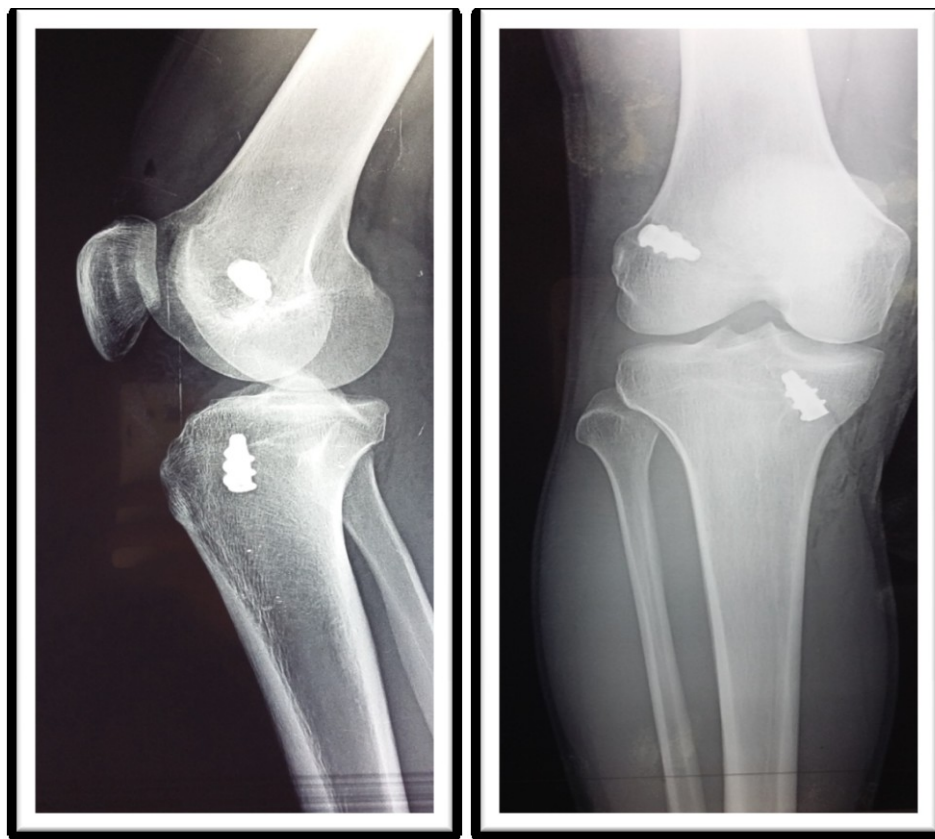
radiographie standard du genou droit face/profil après ligamentoplastie du LCA par technique monofaisceau TLS.
